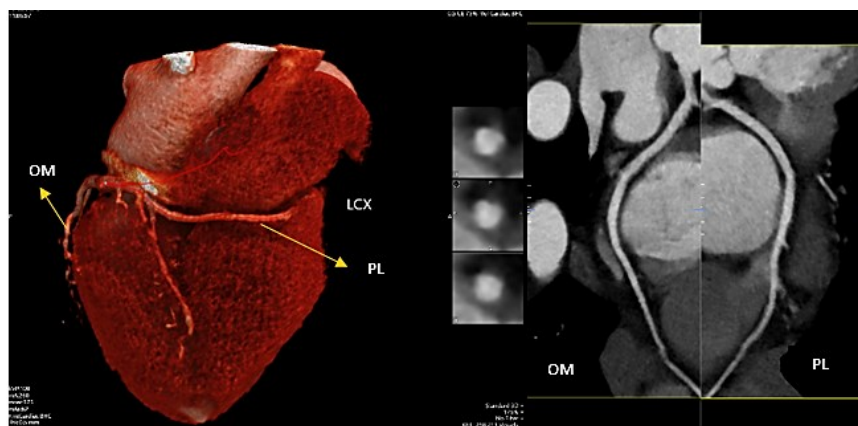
Angiotomografia coronária: à esquerda, evidencia-se a artéria circunflexa, com presença da artéria marginal obtusa (OM) e da artéria posterolateral (PL). À direita, ausência de estenose em OM e PL anterior; TCI: tronco coronário esquerdo. À direita, ausência de estenose na LAD.
